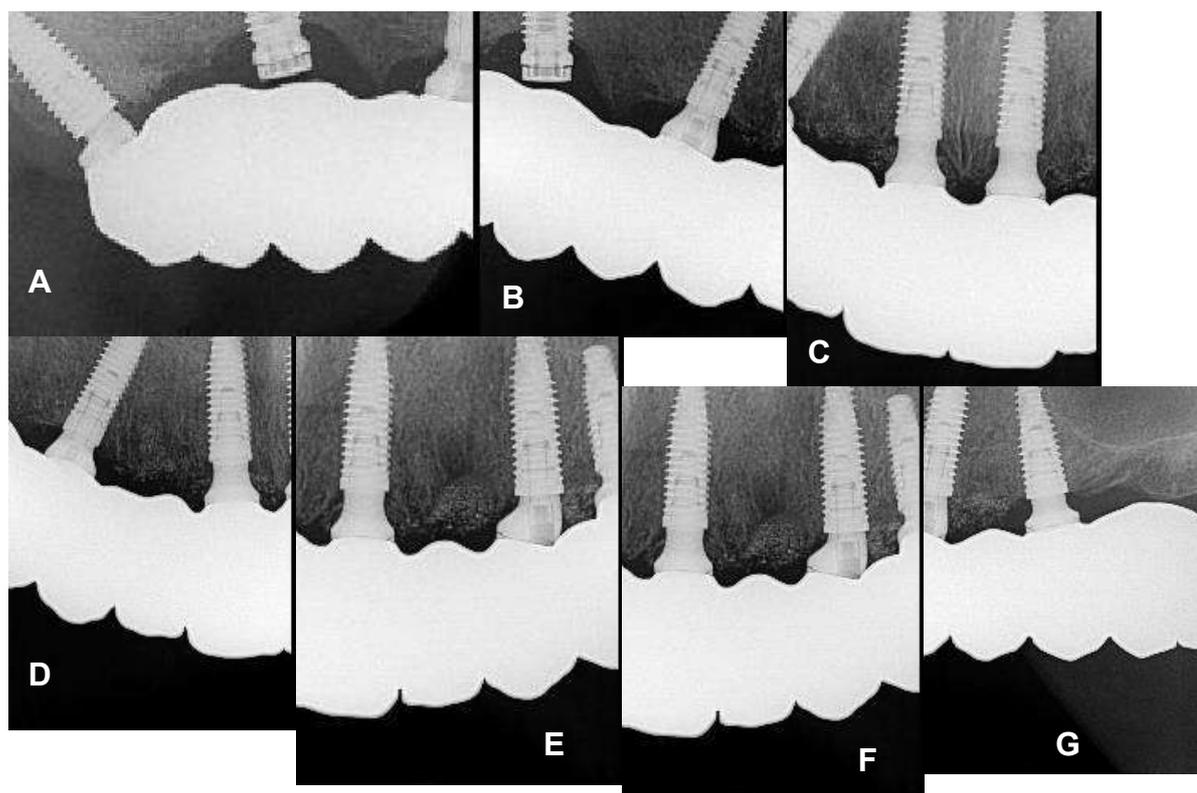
A,B,C,D,E,F e G – Radiografias periapicais para verificação da passividade.
